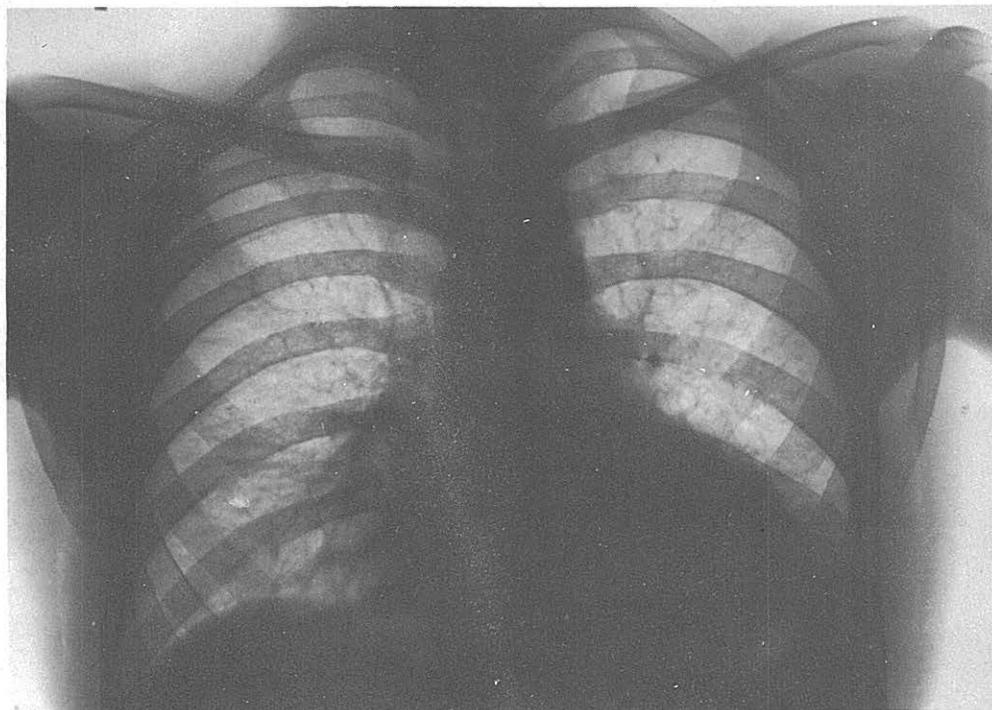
Radiografía del Caso 4º, que sin requerir tratamiento médico desde el año 1963, en que fue hecha la radiografía, lleva a cabo una labor normal y activa.
